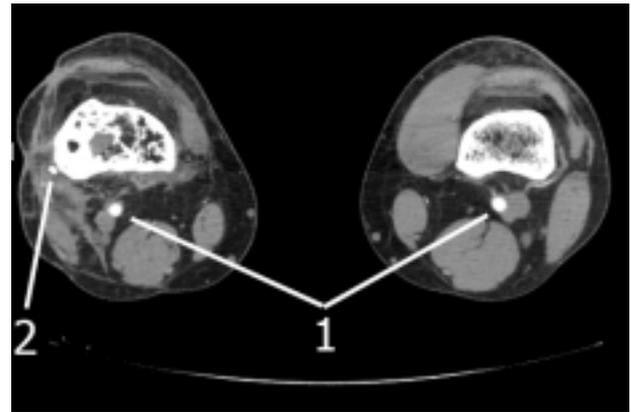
Поперечный срез сосудистой компьютерной томографии: 1 – подколенные артерии; 2 – малоберцовая «функционирующая» артерия пересаженного лоскута
